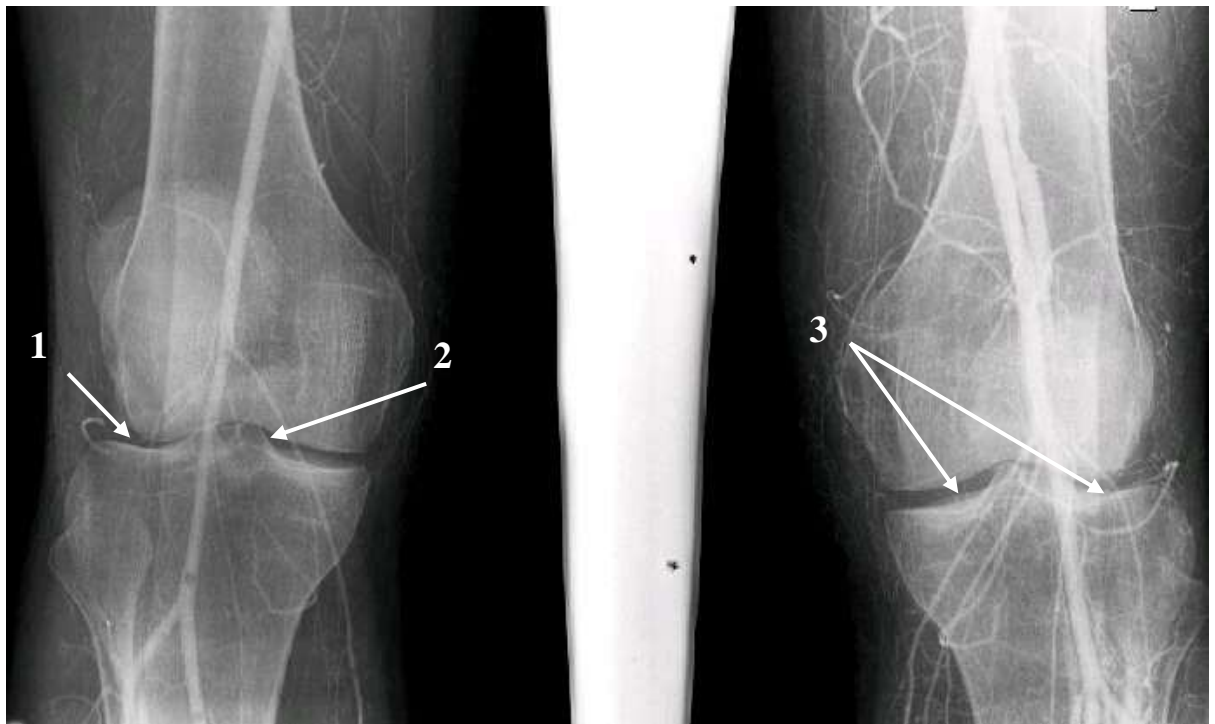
Рентгеноангиограммы коленного сустава в прямой проекции с признаками вальгусного гонартроза II ст.: обеднение сосудистого рисунка, отсутствие контрастированных медиальных коленных артерий (ветвей подколенной артерии), неравномерность суставной щели (1); заострение межмыщелкового возвышения (2); субхондральный остеосклероз (3) – показаны стрелками.
